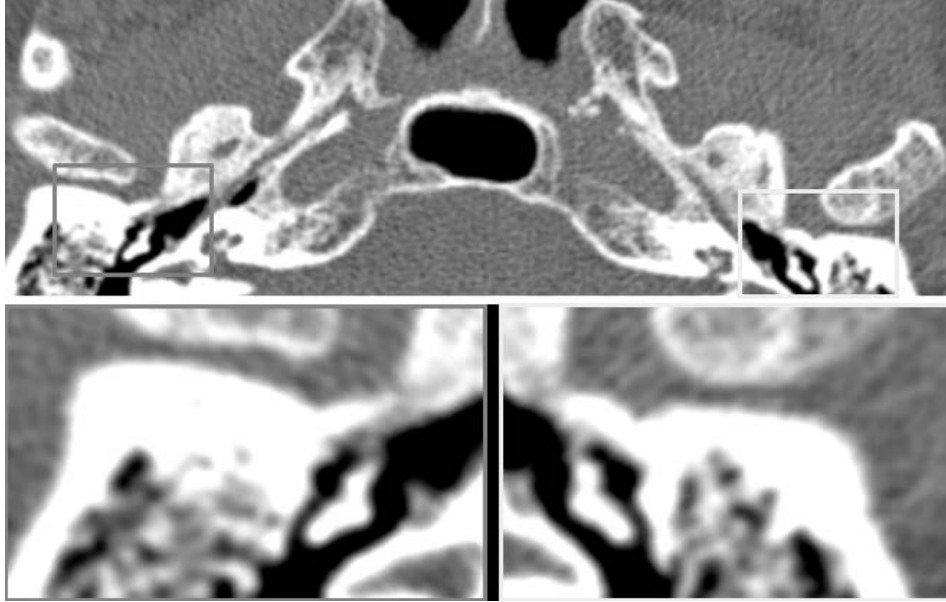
TC *cone beam*, sezione orizzontale: in evidenza il martello e la sua relazione legamentosa con il canale del Civinini.
